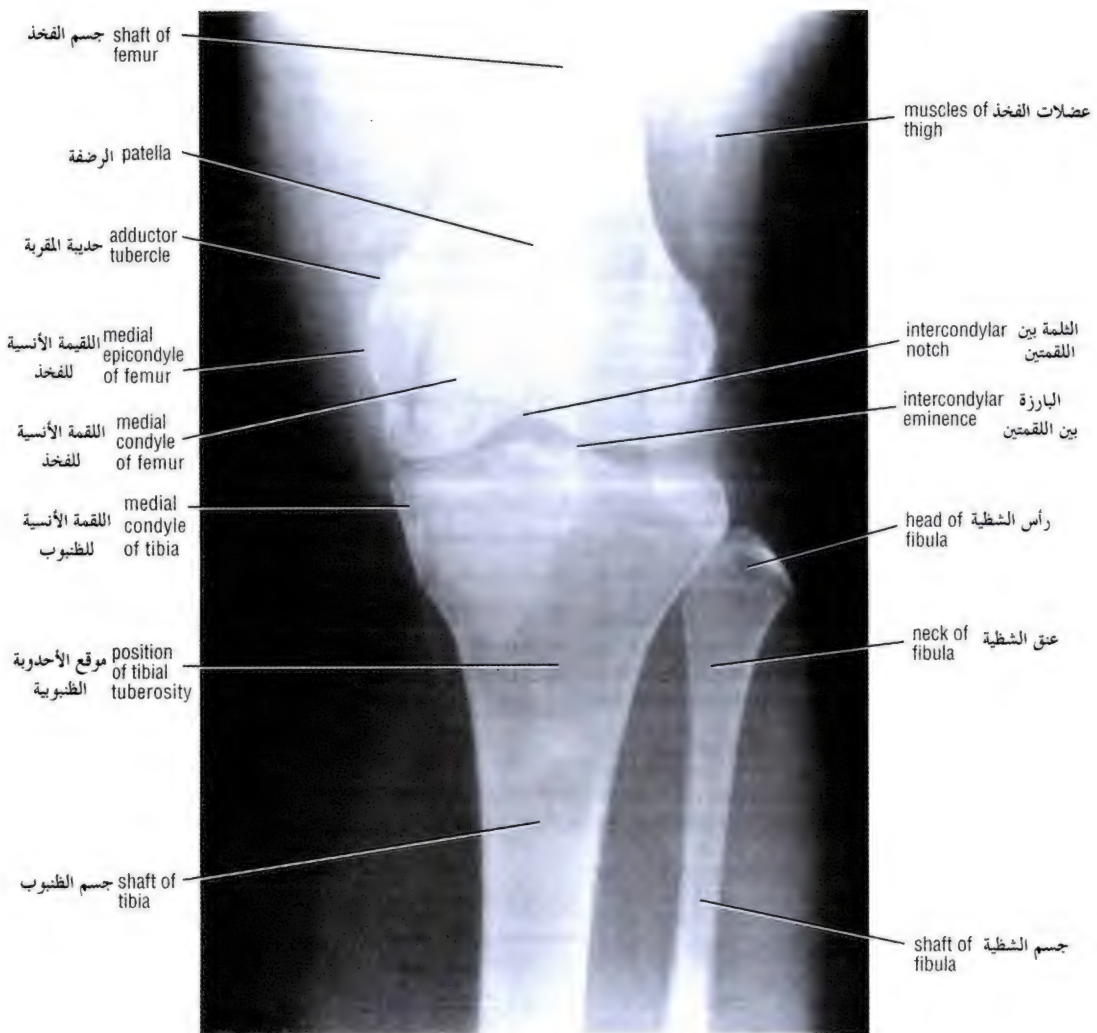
Anteroposterior radiograph of the adult knee.
